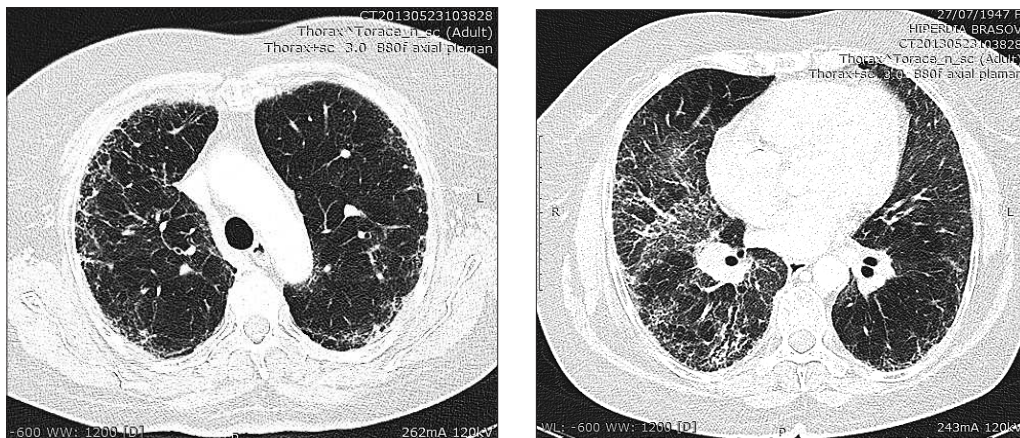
Aspecte HRCT la o pacientă de 58 de ani cu NSIP
